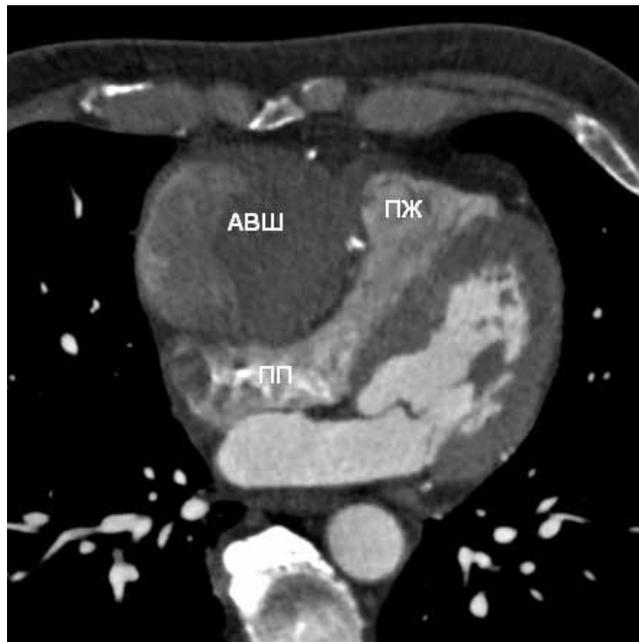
Аневризма аутовенозного шунта к ПКА. Данные МСКТ от 2018г.
